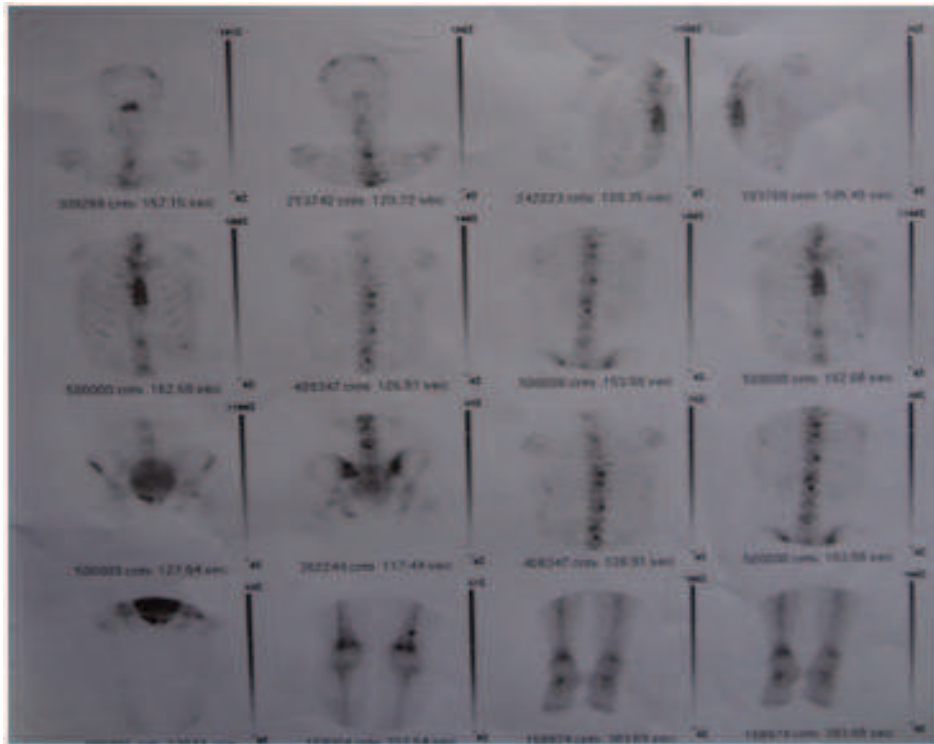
scintigraphie osseuse montrant des hyperfixations intéressent la quasi-totalité du squelette
